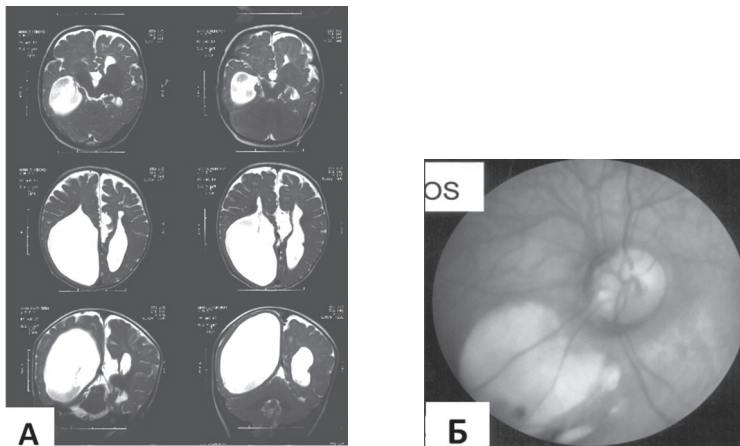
Агенезия мозолистого тела, вентрикуломегалия, обнаруженные при магнитно-резонансной томографии головного мозга (А), и хориоретинальные лакуны, выявленные при офтальмоскопии (Б), у девочки с синдромом Айкарди
